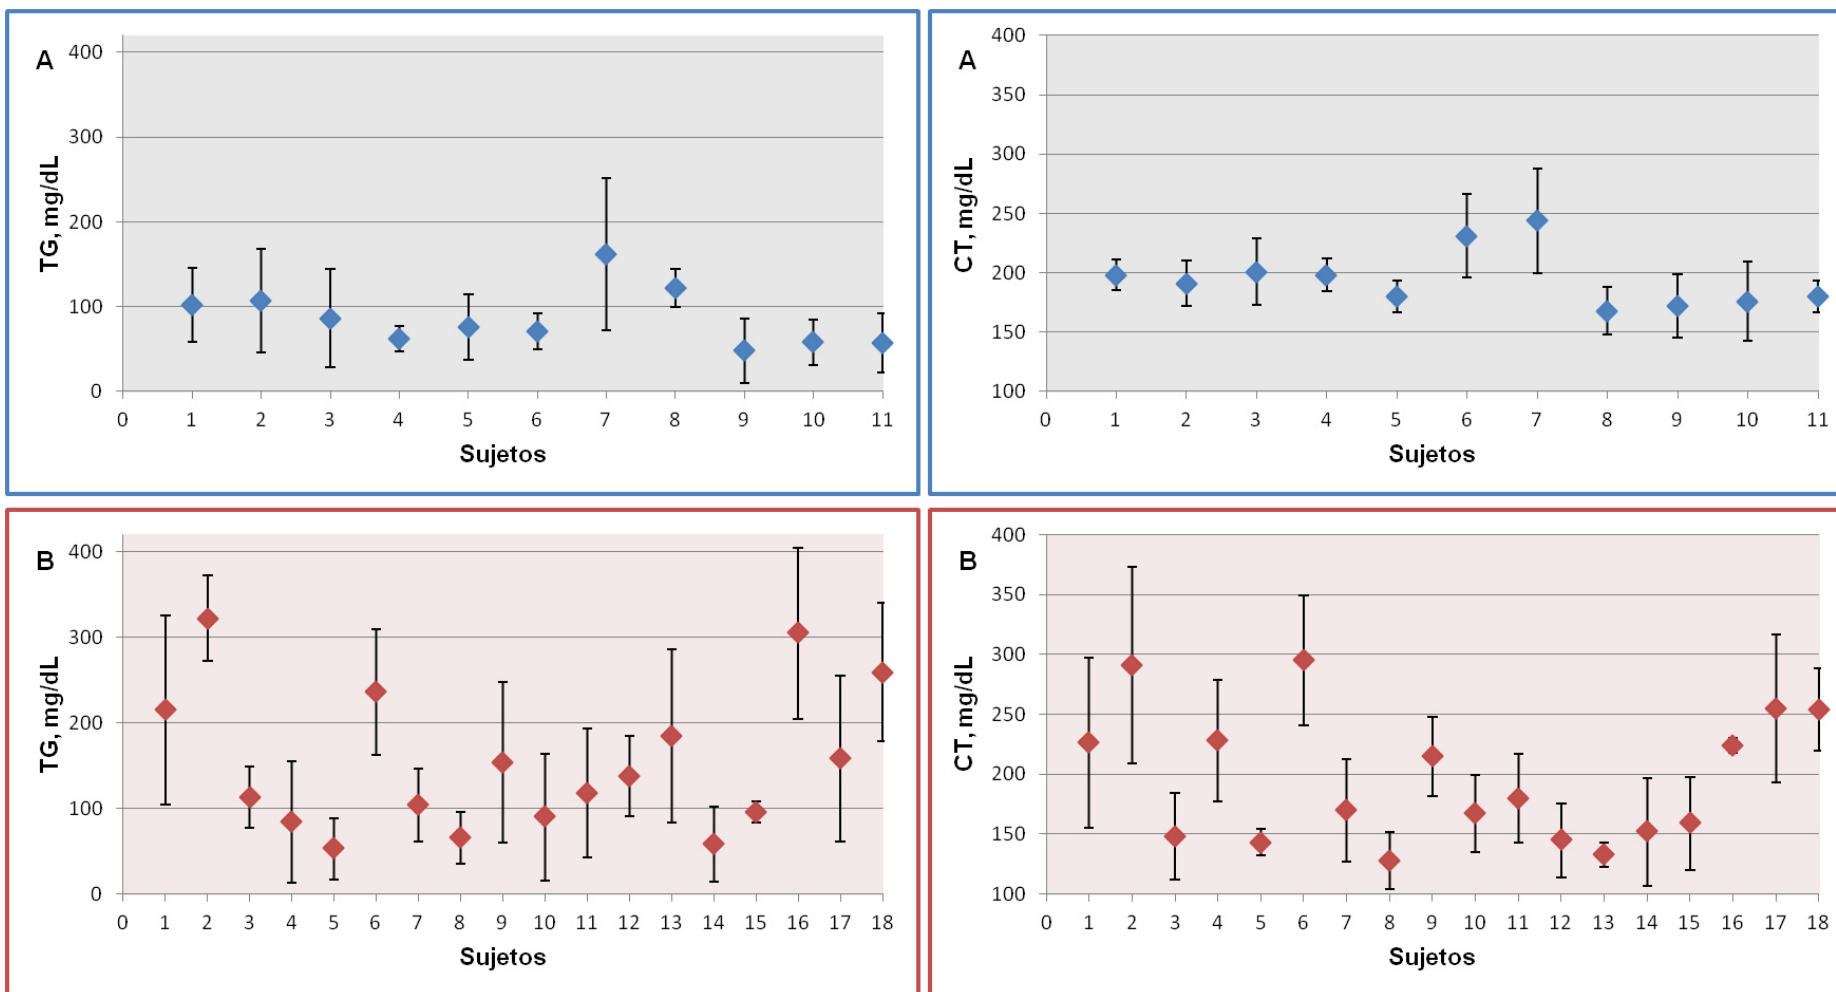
Concentraciones séricas de triglicéridos (TG) y colesterol total (CT). Los datos se muestran como mediana y rango. A, Variación biológica observada en 11 sujetos sanos en un periodo de seguimiento de 5 semanas; B, Variación biológica observada en 18 pacientes con enfermedad renal crónica terminal durante un periodo de seguimiento de 6 meses.
